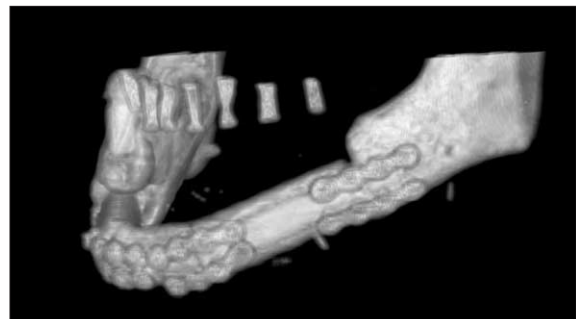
Preoperative radiographs. Too lowerly positioned grafted fibular bone.
